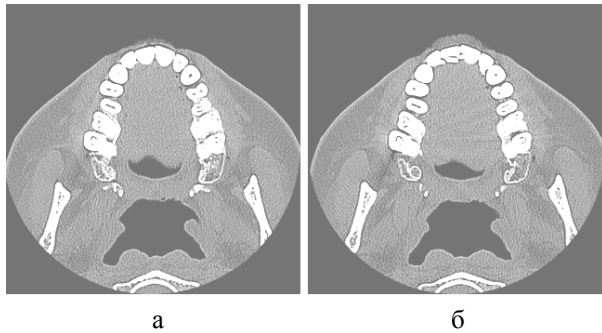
Томограммы: а – первый снимок; б – второй
